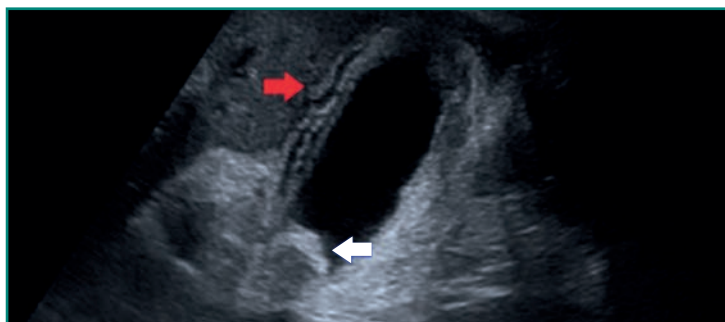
Ecografía en la que se observa colecistitis aguda. La flecha roja señala el engrosamiento de la pared vesicular y la flecha blanca un cálculo enclavado en el Hartmann.
